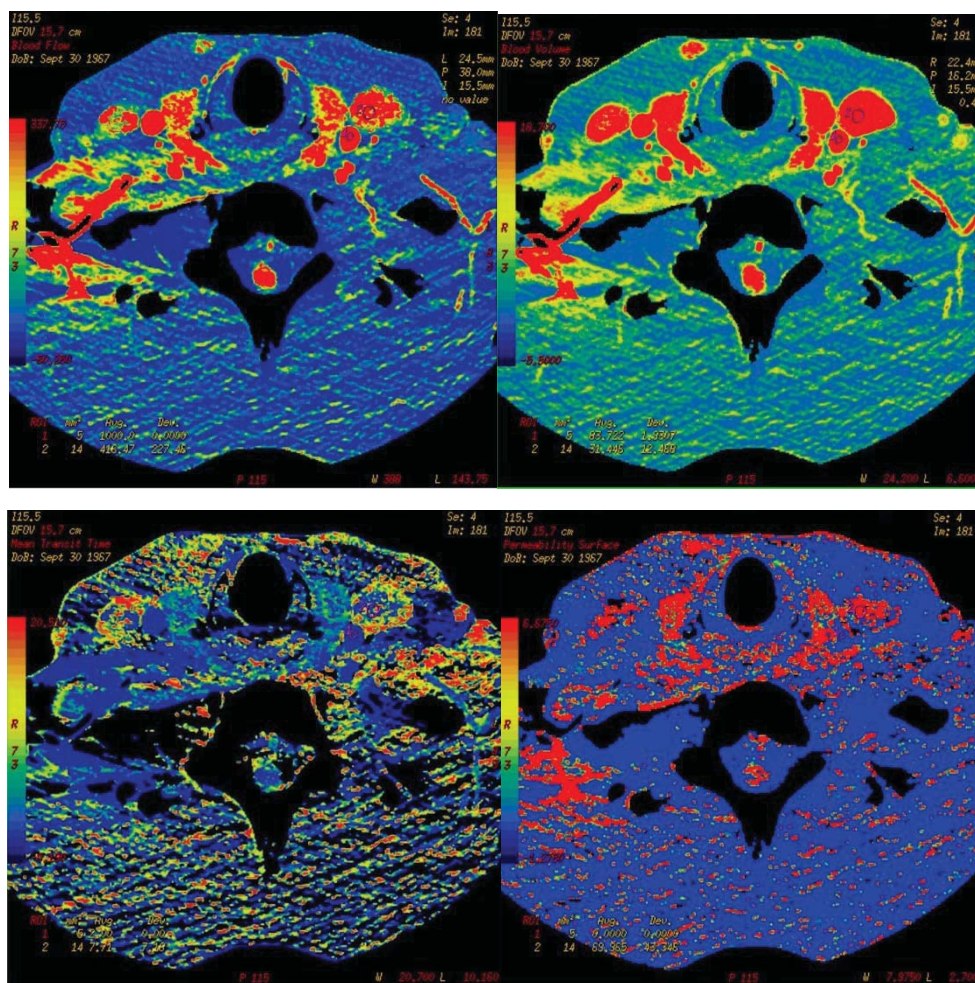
КТ-перфузионное исследование пациента с интрамедуллярной гемангиобластомой на уровне позвонков Th1–Th2
